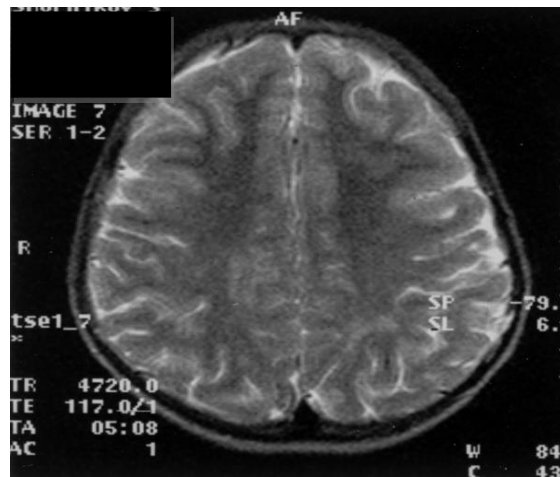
МРТ головного мозга пациента Ш., 10 лет. Диагноз: Диссеминированный энцефалит боррелиозной этиологии. Через 10 месяцев после выписки. FLAIR-ИП, T2-ВИ
